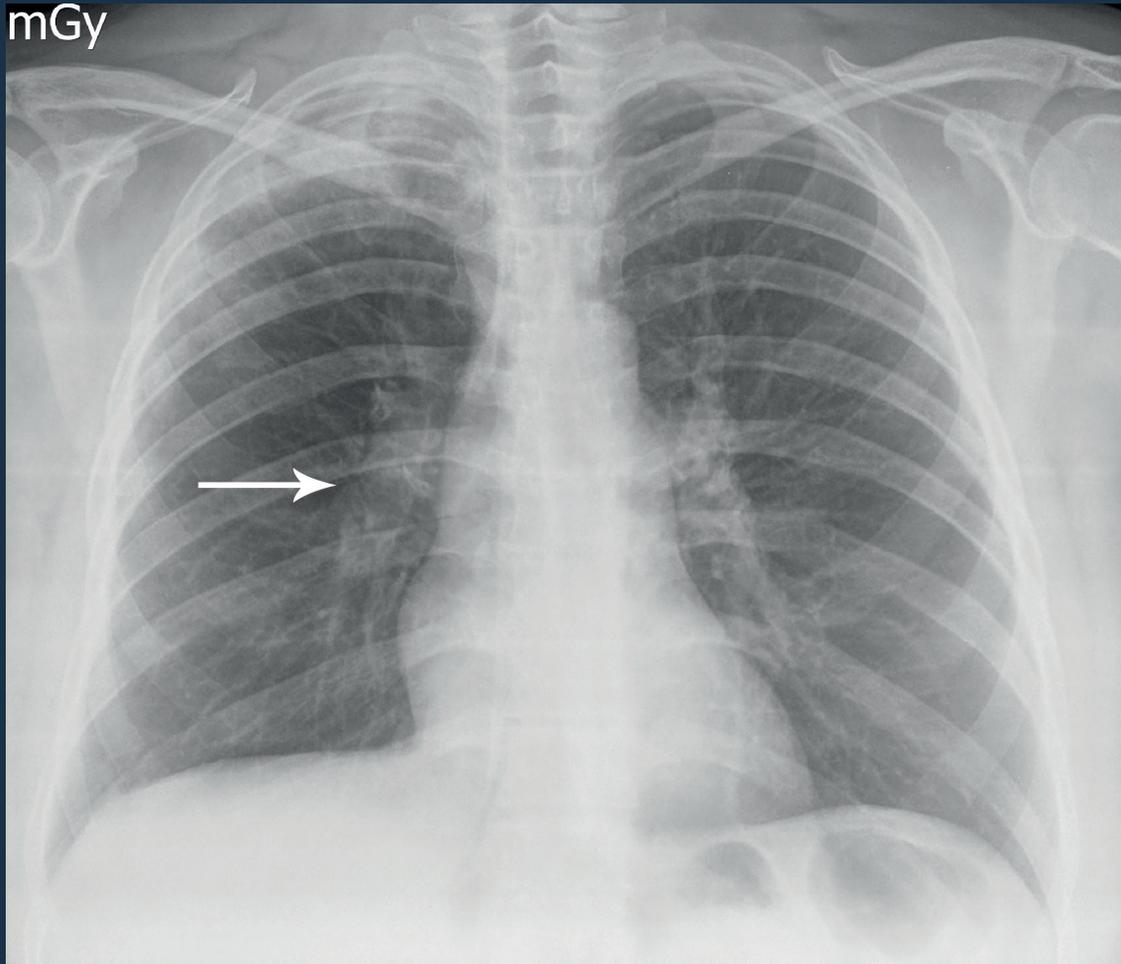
Radiografía Convencional PA. Aumento del diámetro de la arteria interlobar derecha (flecha). Disminución del calibre de las ramas periféricas de la arteria interlobar derecha asociada a oligoemia.
